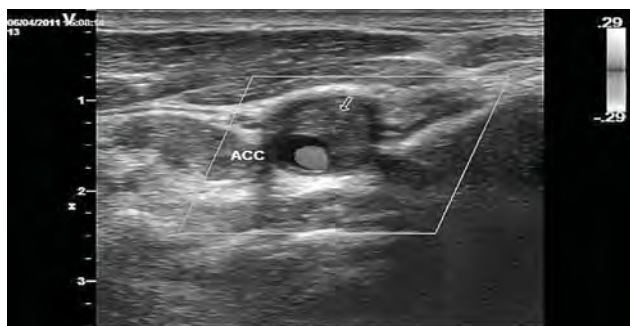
Ecografia Doppler color – secțiune transversală (placa atero-trombotică).
